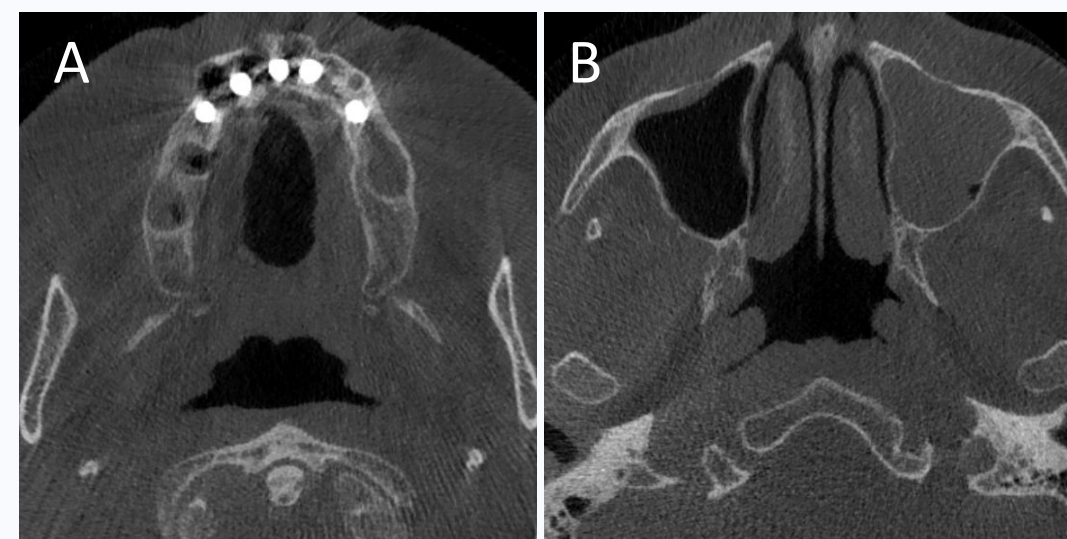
Tomografia computadorizada de feixe cónico – alvéolos pós-extração (A) e opacificação do seio maxilar esquerdo (B).
